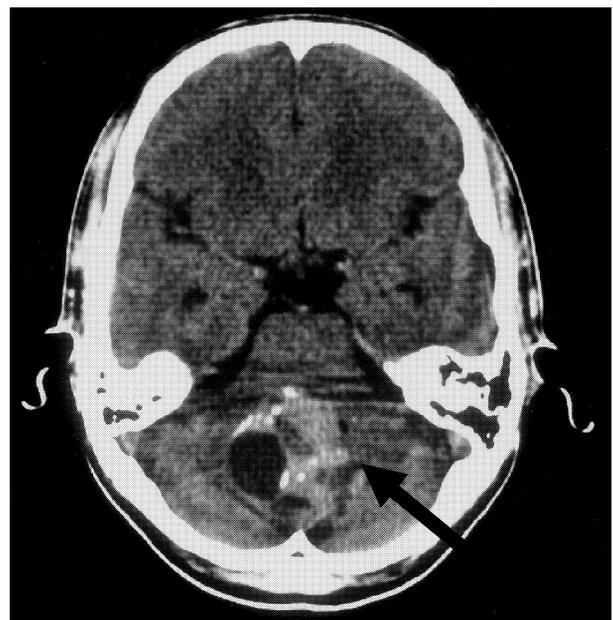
症例 1 の頭部単純 CT 写真。頭部単純 computed tomography (CT) で小脳に腫瘍性病変が認められる(矢印)。
